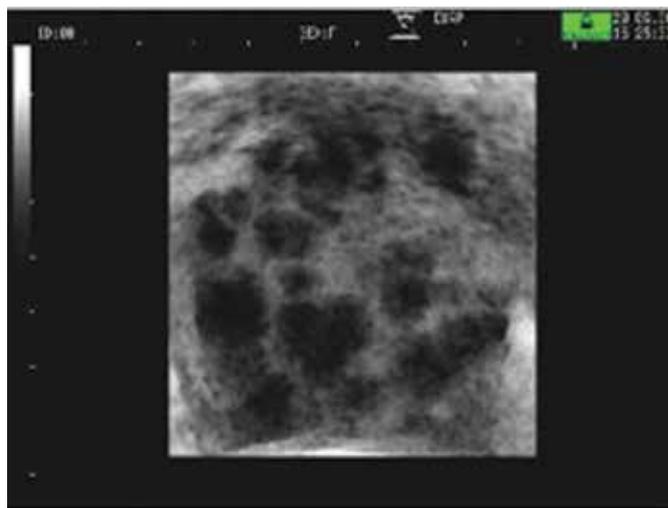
Ultrassonografia demonstrando 12 ou mais folículos entre 2 mm e 9 mm de diâmetro médio
